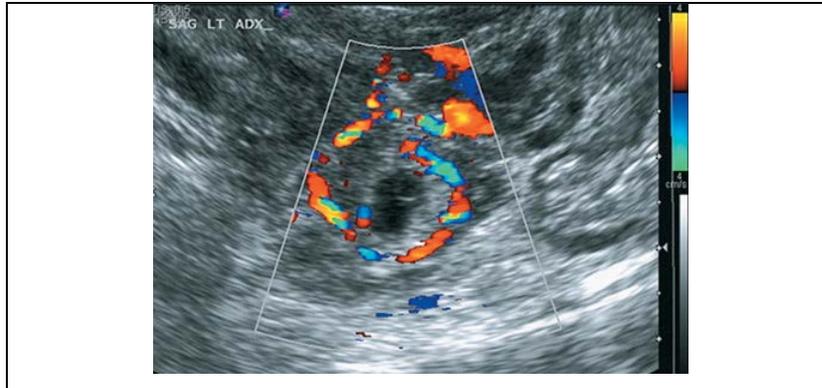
Eco doppler transvaginal de un embarazo ectópico. Se observa el anillo de fuego, que demuestra flujo sanguíneo placentario en la periferia del embarazo, aunque en ocasiones también es visto en un quiste del cuerpo lúteo. ⁷
